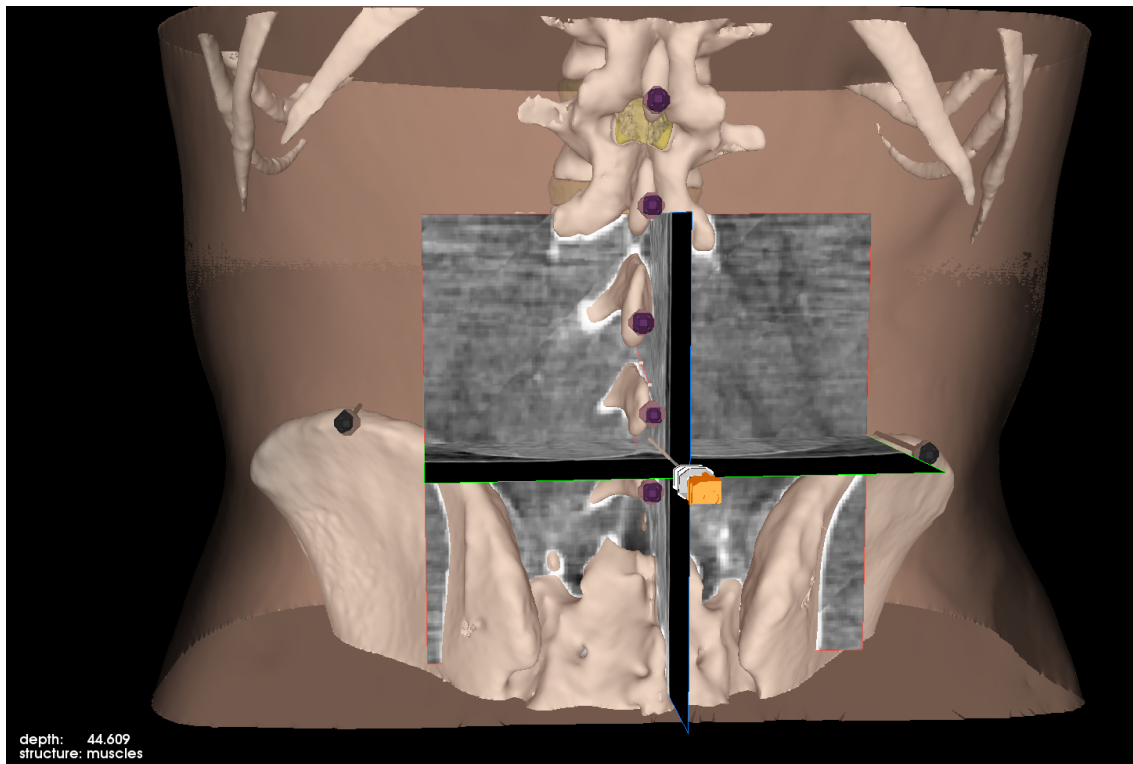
Einblendung der multiplanaren Rekonstruktionen der CT-Daten in das Hauptfenster der 3D-Visualisierung. Die angezeigten Schichten richten sich entsprechend der Nadelposition und Einstichrichtung aus.
